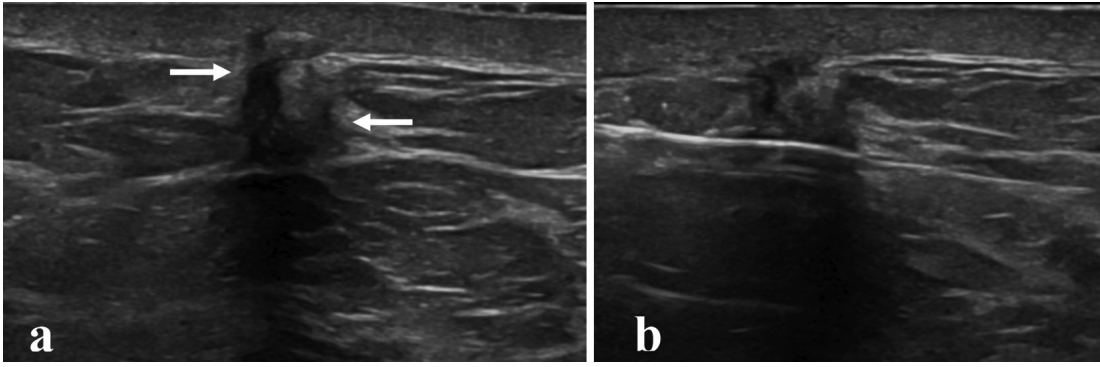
Elli yaşında kadında yoğun dens meme yapısı nedeniyle mamografide saptanamayan, ultrasonografide saptanan milimetrik kitle dışı lezyona 14 G kalın iğne biyopsi yapıldı. Lezyon belirgin küçüldü ve biyopsi sahasına marker yerleştirildi (oklar a-d). İnvazif duktal kanser tanısı aldı.
